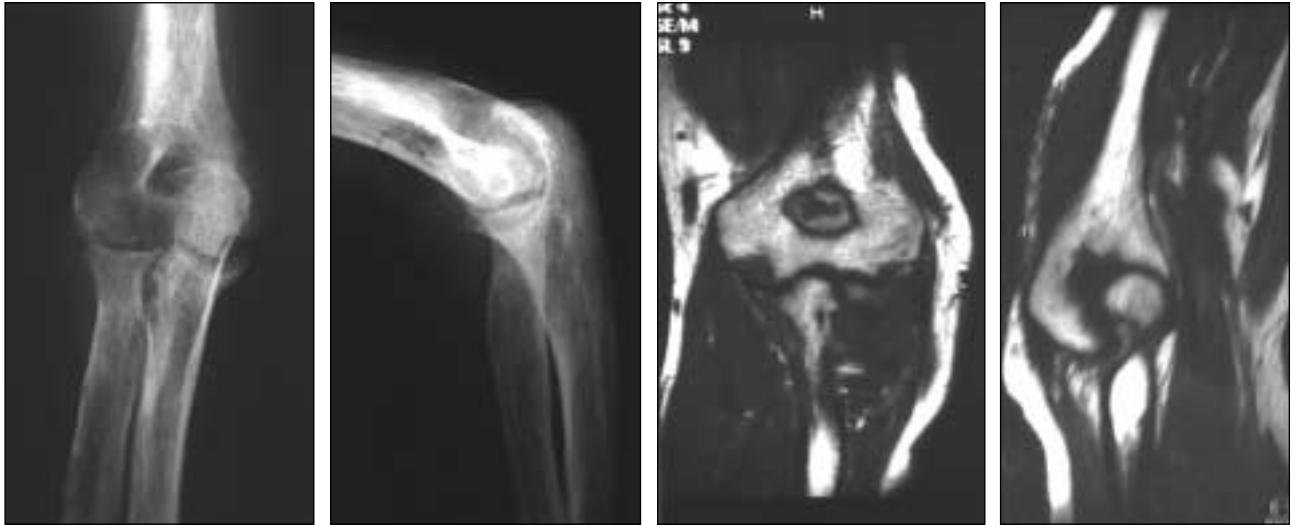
Estudios por imágenes (Rx y RM) preoperatorios.
